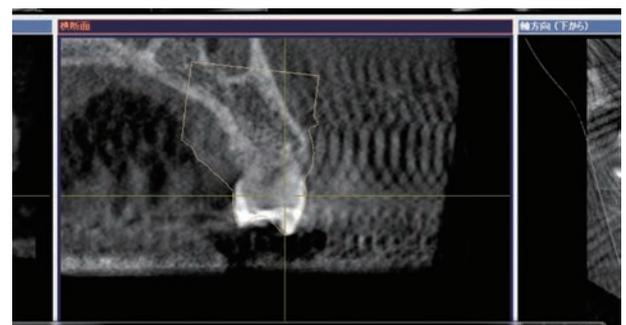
CTデータと口腔内のデータの重ね合わせがずれていないか、チェックした。この時も障害陰影のない歯を見ていく。
